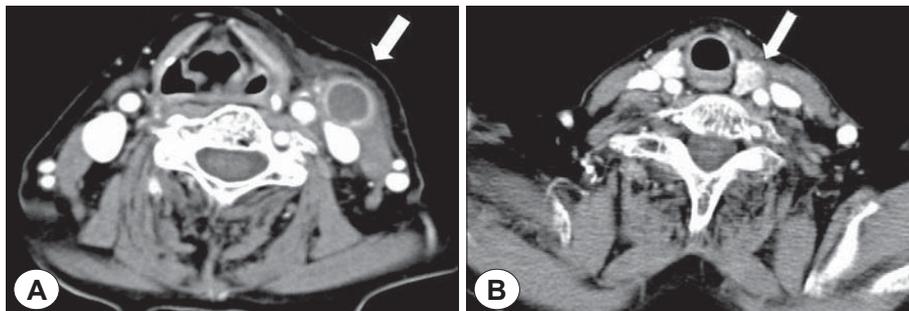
Contrast-enhanced axial CT scan(A&B). A : Enlarged necrotic lymph node with surrounding fat infiltration is observed in left level III (arrow). B : Inhomogenous density is observed in left thyroid gland (arrow).
